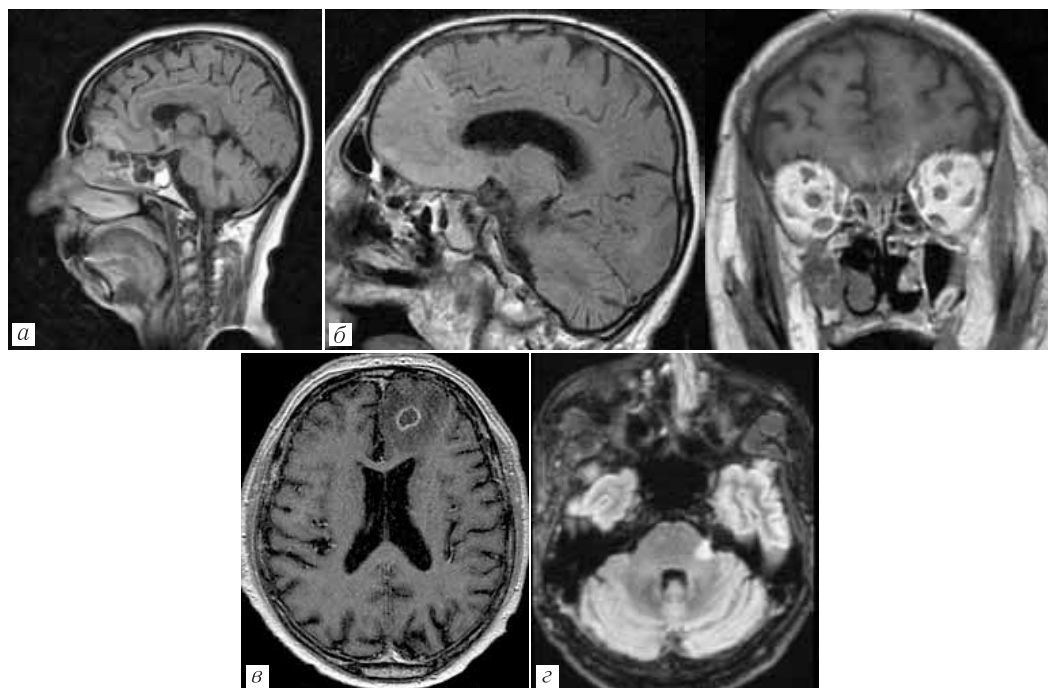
МРТ: *а* — отек медиобазальных отделов лобных долей; *б* — энцефалит. Зона обширного отека полюсно-базальных отделов лобных долей с участками геморрагического пропитывания; *в* — абсцесс левой лобной доли; *г* — очаг в латеральных отделах моста мозга в зоне выхода левого тройничного нерва (ЧН 5)
